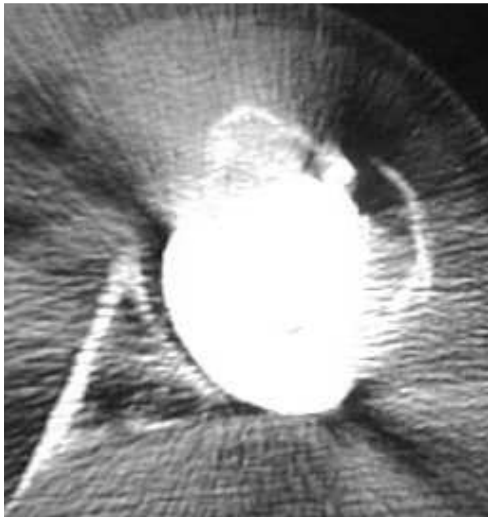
TC - Consolidació correcta
